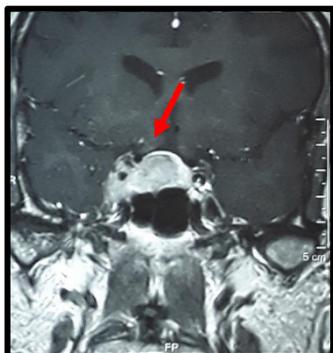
IRM HH en coupe coronale montrant un macro adénome invasif
